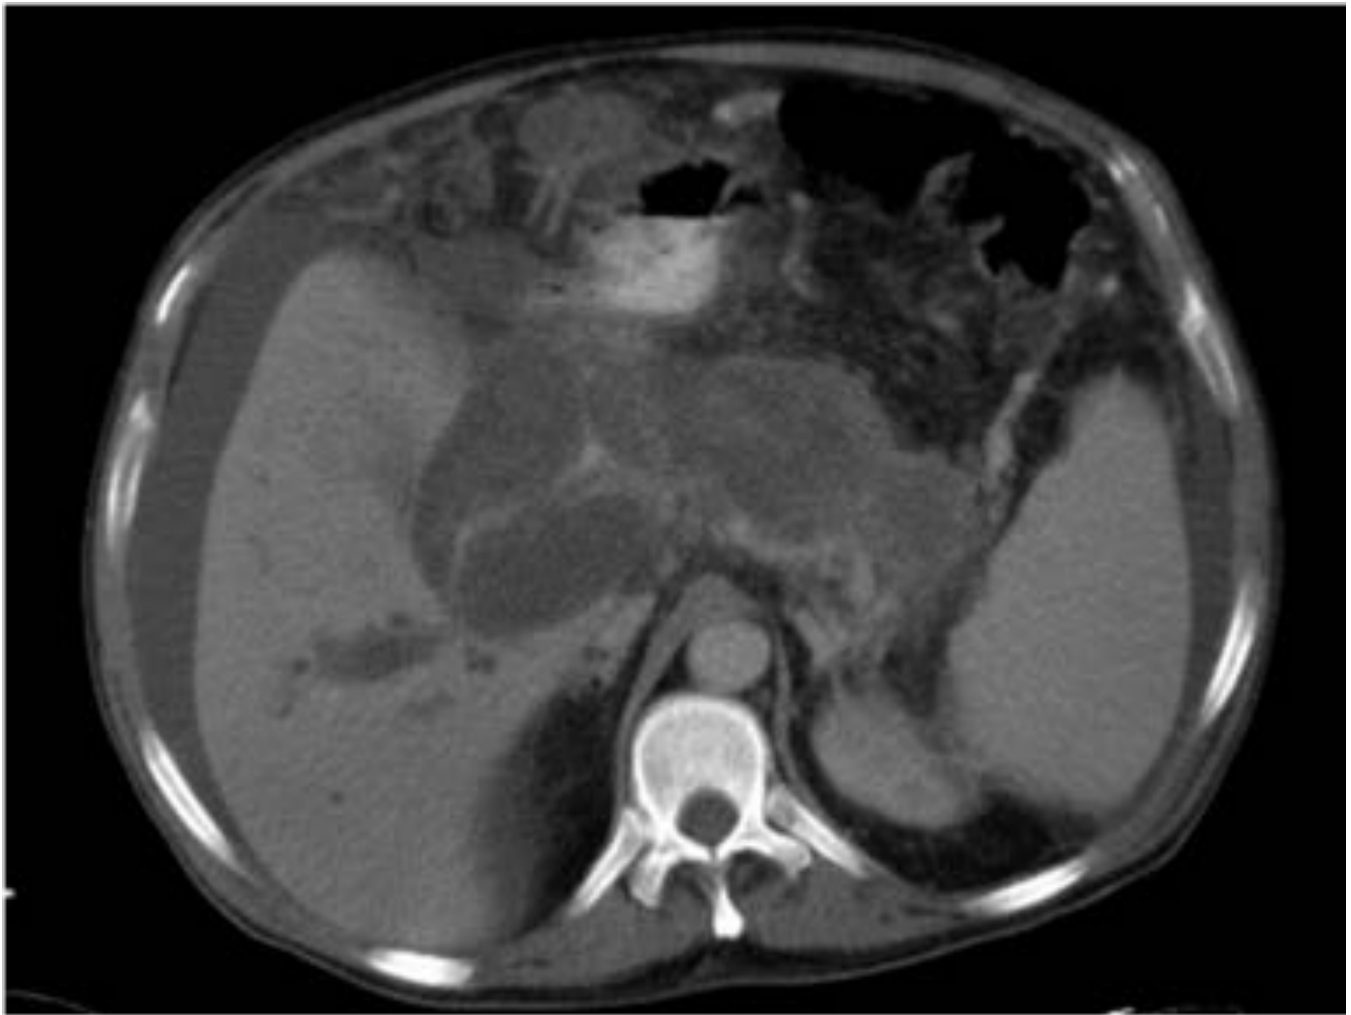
Paciente con pancreatitis aguda necrohemorrágica de evolución tórpida. TC sin contraste IV. Múltiples pseudoquistes que se meten en el hilio hepático y producen dilatación de la vía biliar intrahepática.
